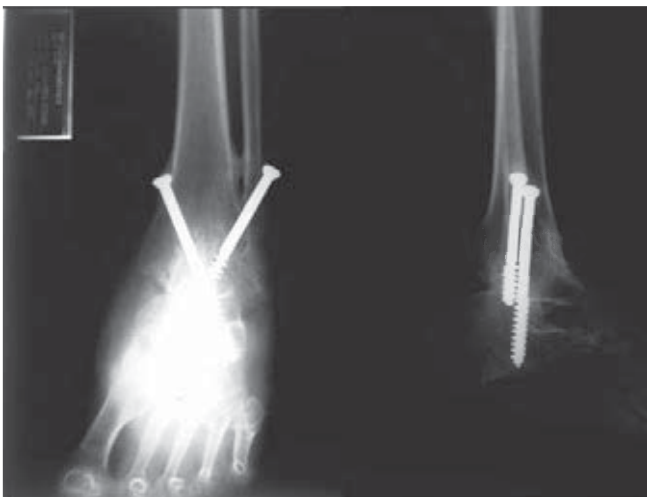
Radiografía anteroposterior y lateral de tobillo izquierdo que muestra los tornillos de osteosíntesis.
